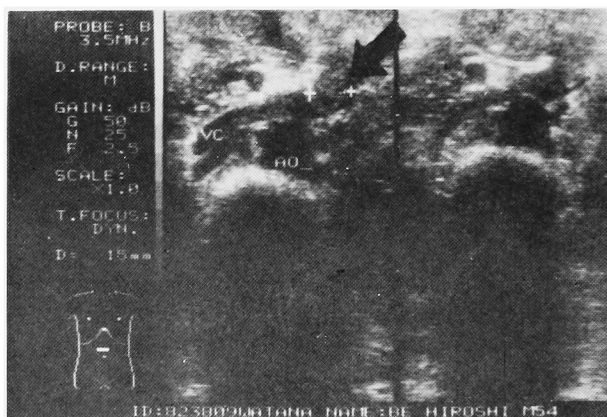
超音波検査にて左腎静脈内に栓塞を認め、手術的にも確認された症例
